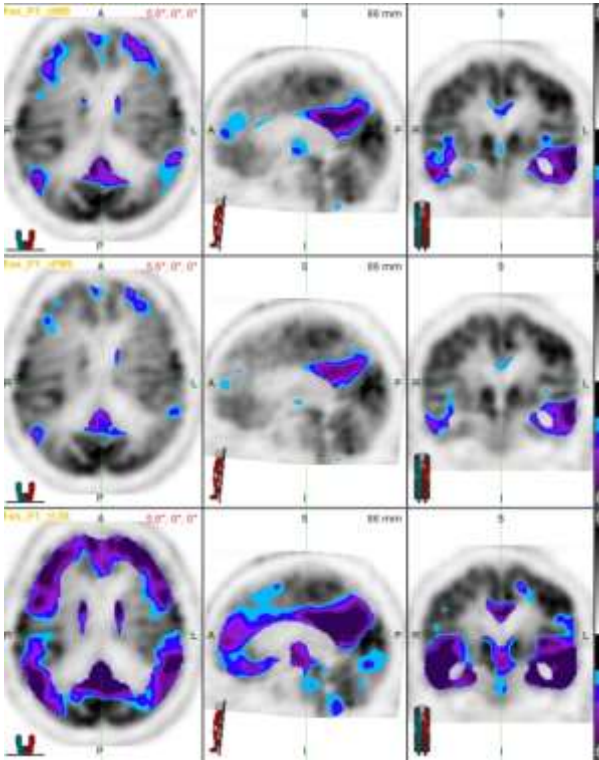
Olgu4' e ait fTMU sonrası PET görüntüsü
